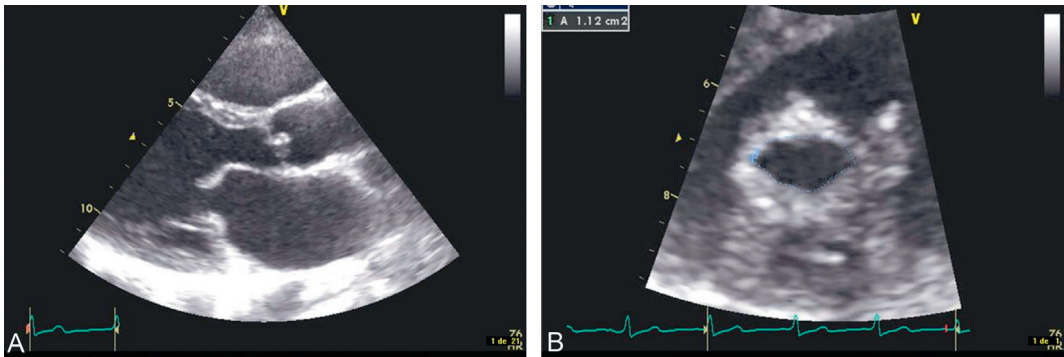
Rétrécissement mitral serré (échocardiographie transthoracique).
